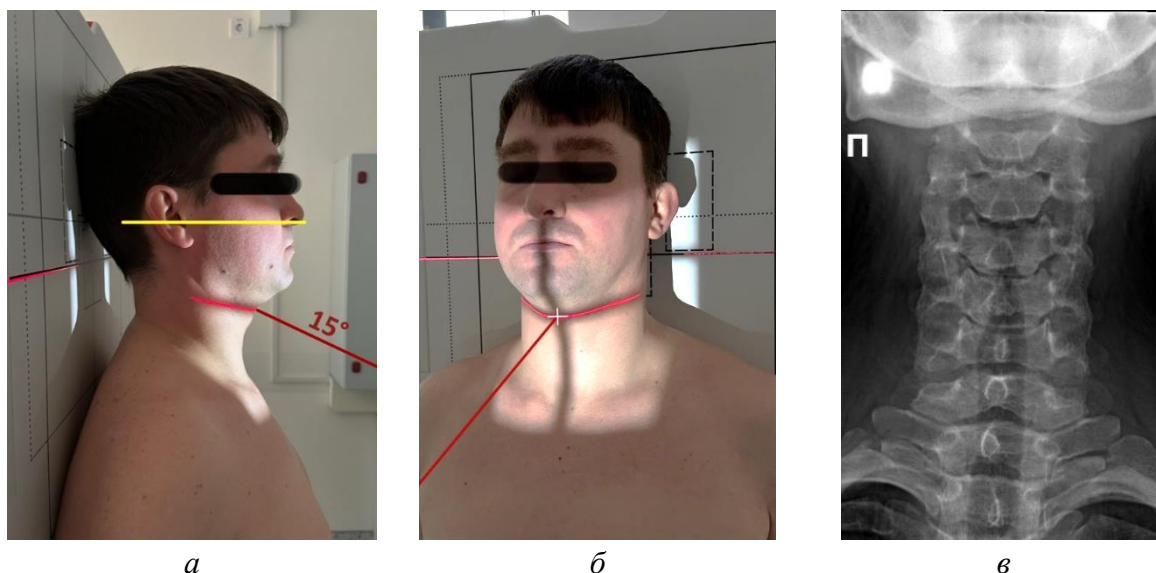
Методика укладки пациента для проведения РГ шейного отдела позвоночника в прямой проекции: а, б – фотографии примера укладки; в – рентгенограмма шейного отдела позвоночника в прямой проекции. Белое перекрестие – точка центрации приемника рентгеновского изображения (кассеты). Желтая линия – Камперовская линия: условная линия, которая проводится от основания носа к наружному слуховому проходу – ориентир, параллельный окклюзионной плоскости. Красная линия – направление ЦЛ рентгеновского излучения
